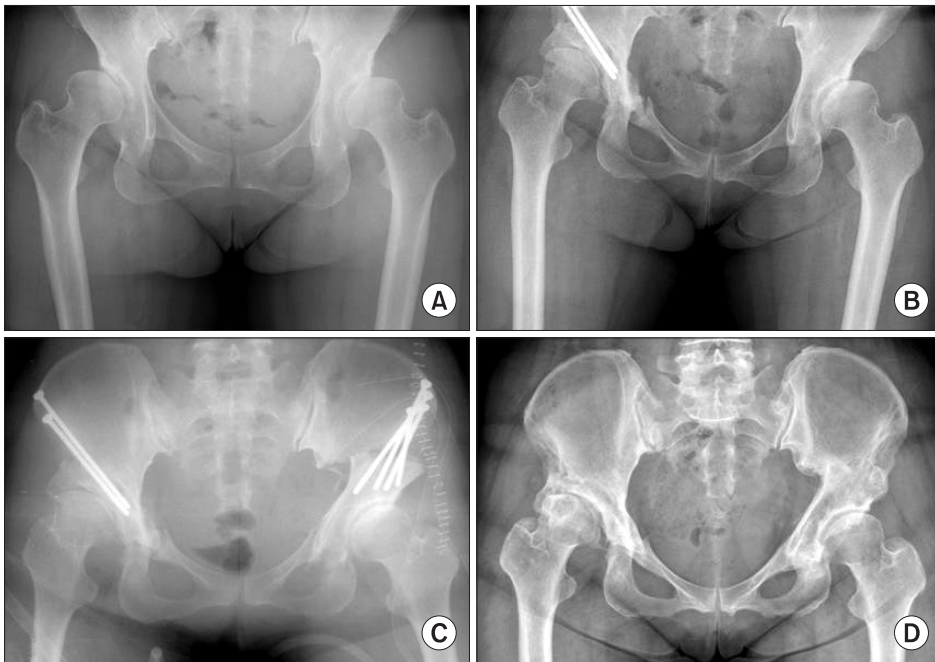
Anteroposterior radiographs are showing the hips and pelvis of a 47-year-old woman who was managed with a Bernese periacetabular osteotomy. (A) Preoperative radiograph. (B) Postoperative radiographs taken at 1 year after surgery of the right hip. (C) Immediate postoperative radiographs of the left hip. (D) Radiograph at 3 years after surgery of the left hip.
